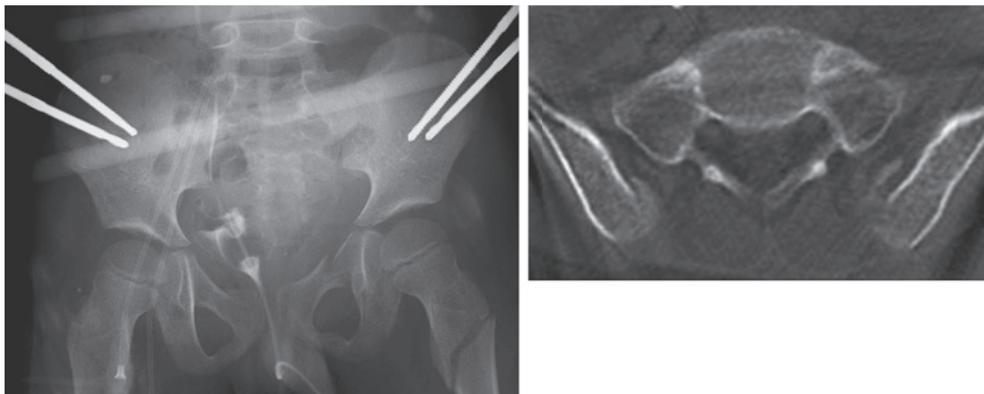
症例1：整復・創外固定後. 左：単純 X 線, 右：CT 横断像.
